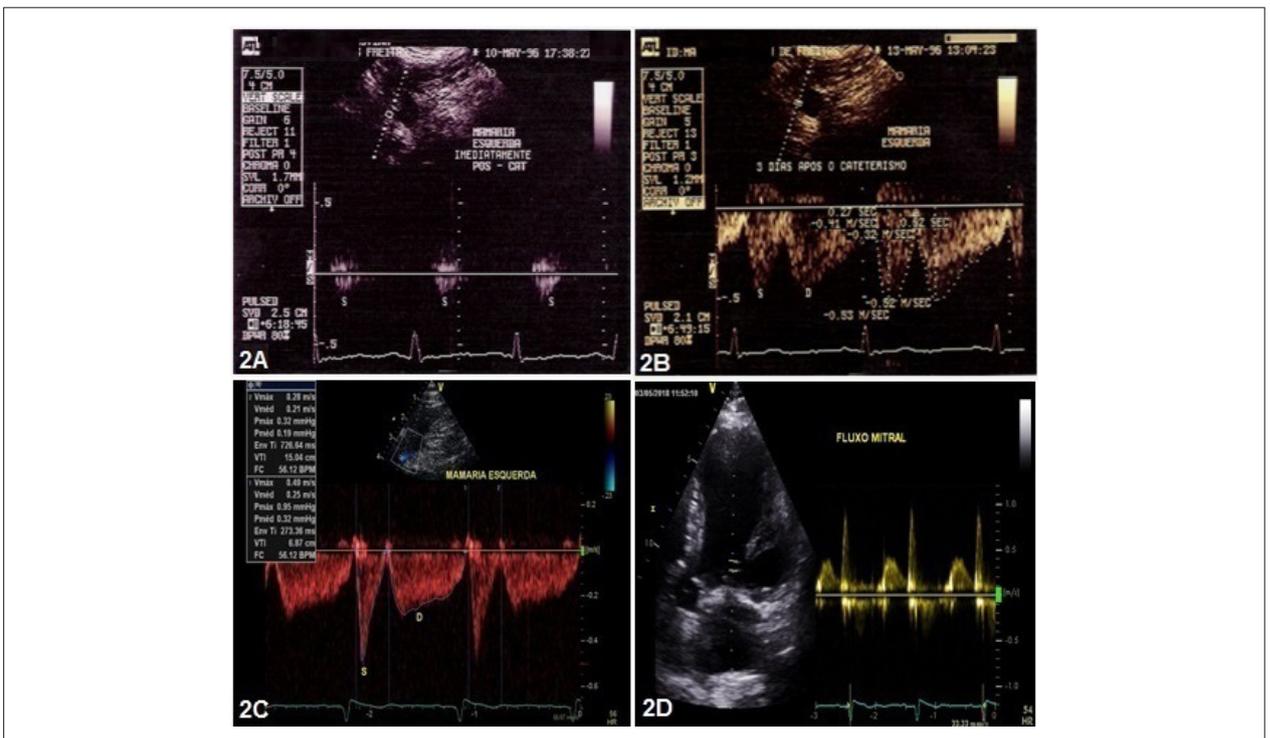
O Doppler da artéria torácica interna apresentando mínimo fluxo sistólico e ausência de fluxo diastólico imediatamente após o espasmo desta artéria à angiografia (A); 72 horas após o espasmo, a artéria torácica interna com fluxo proeminente e predomínio diastólico (B); 28 dias após a cirurgia, a artéria torácica interna mantém o amplo predomínio diastólico do fluxo (C), com o ecocardiograma evidenciando o aneurisma e dífice de relaxamento do ventrículo esquerdo (D).
